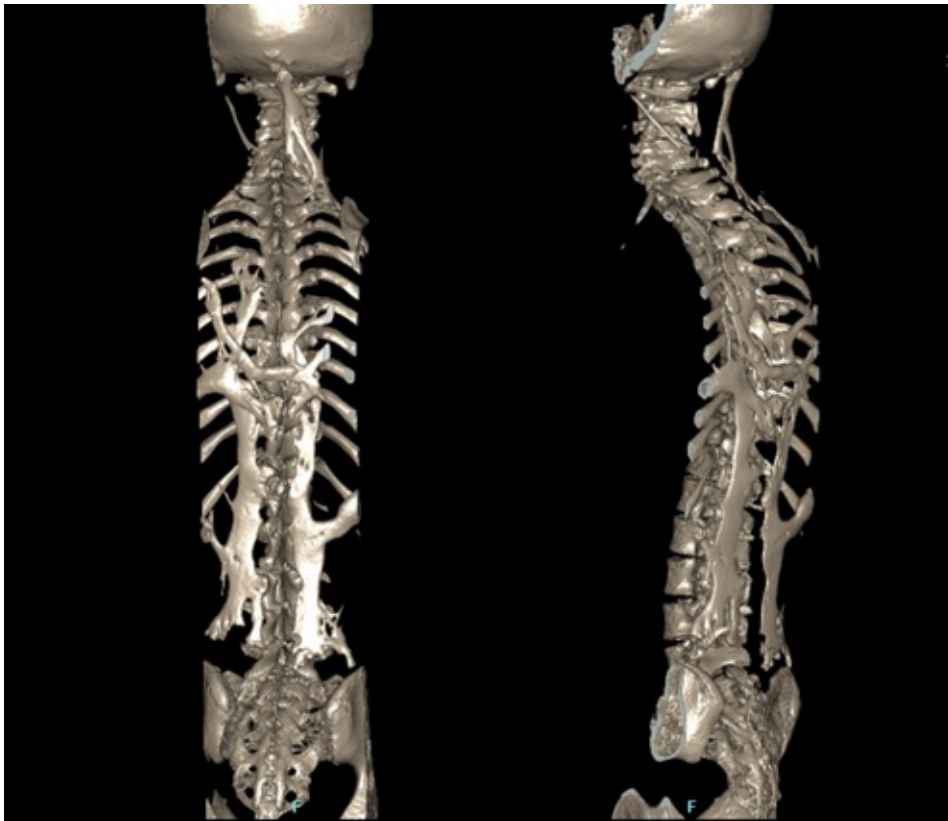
Reconstrucción tridimensional de tomografía computarizada de columna. Láminas de osificación heterotópica a nivel cervical y toracolumbar-lumbar con cifoescoliosis torácica secundaria estructurada de concavidad izquierda.
